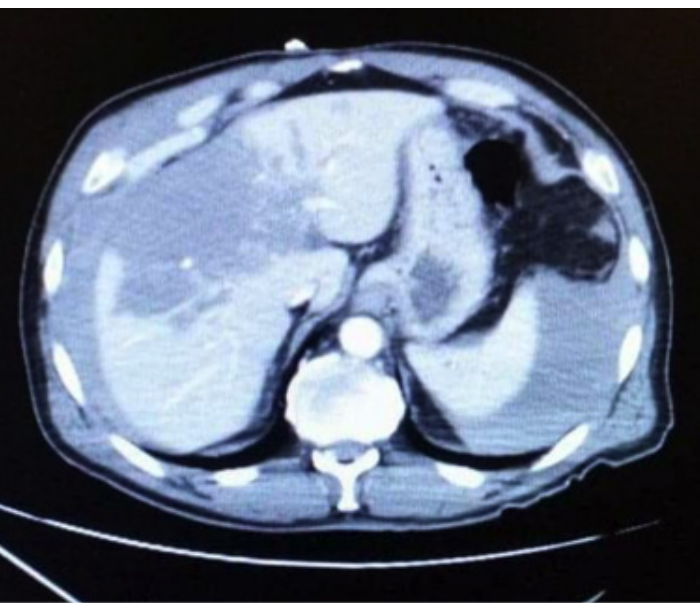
TAC de abdomen contrastada donde se observa la separación del tejido hepático por colección de líquido. Flecha roja.
